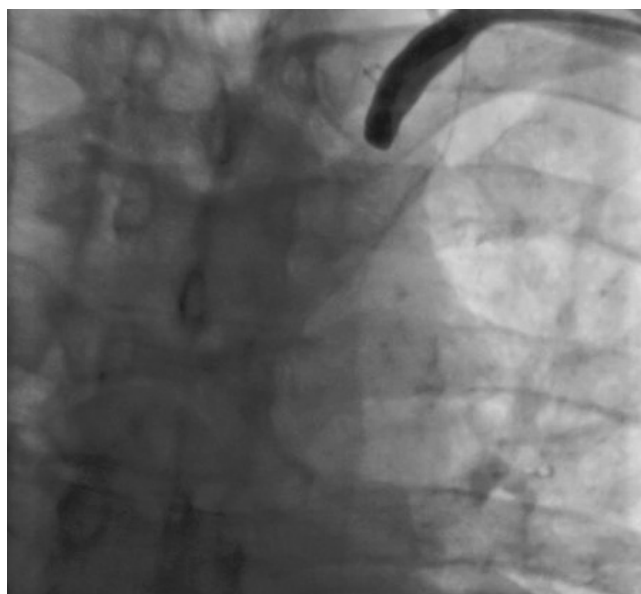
Контрастна артеріографія правої підключичної артерії з візуалізацією ділянки ураження. Оклюзія лівої підключичної артерії, у проксимальному сегменті (рентген-контрастне ангиографічне дослідження виконується через трансрадіальний доступ зліва).
